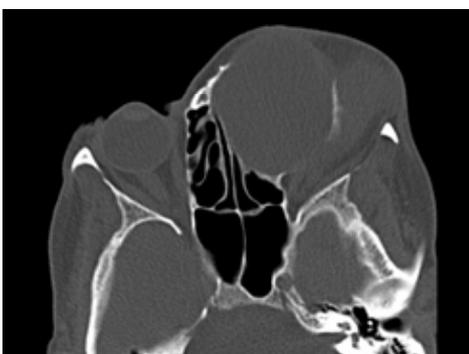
Coupe axiale TDM sinus de la face : masse isodense ethmoïdale gauche avec effraction de la table antérieure du sinus frontal, extériorisation cutanée et extension orbitaire (Mucocèle ethmoïdo-frontale gauche)
